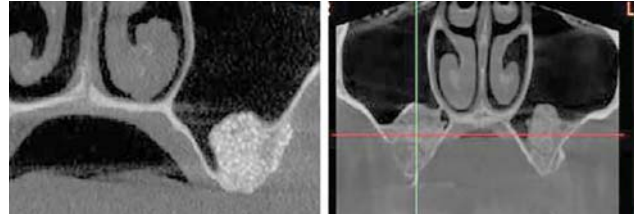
Комп'ютерна томографія у строк шість міс. після субантральної аугментації.
